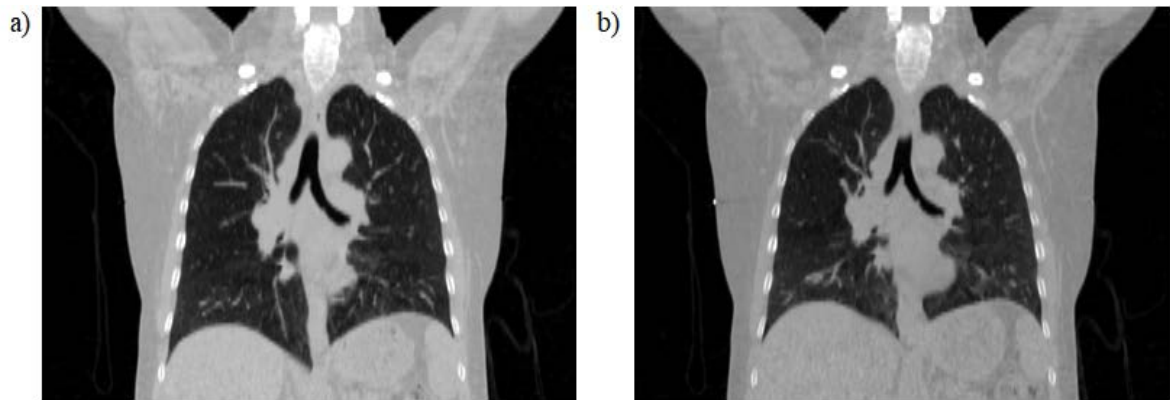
Imágenes TAC corte coronal a nivel de tórax de modelo de paciente utilizado en distintas etapas del ciclo respiratorio, a) fase de máxima inspiración y b) fase de máxima espiración.
